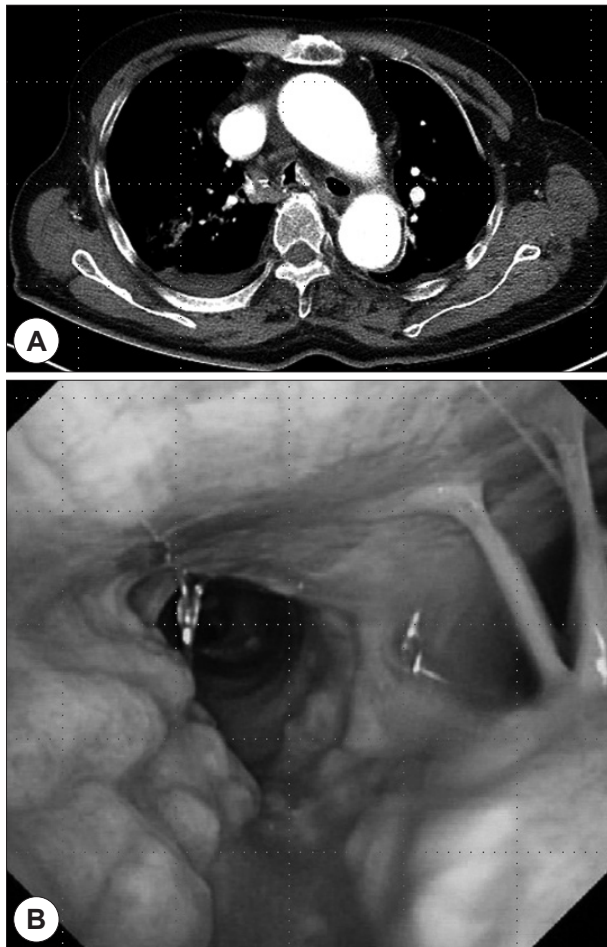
Chest CT scan and bronchoscopic finding of case 1 (84 years old male). Chest CT scan demonstrates irregular thickening and calcified nodules of the trachea (A). Bronchoscopy shows multiple polypoid pale submucosal lesions covering anterolateral walls of trachea (B).
